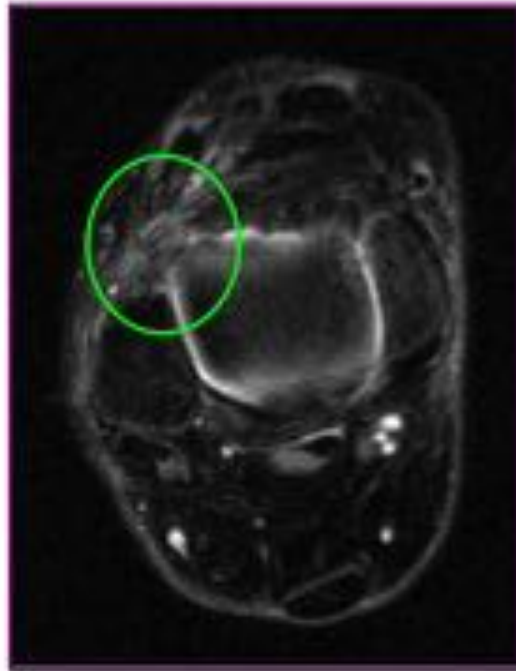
Imágenes RM. Evolución.
